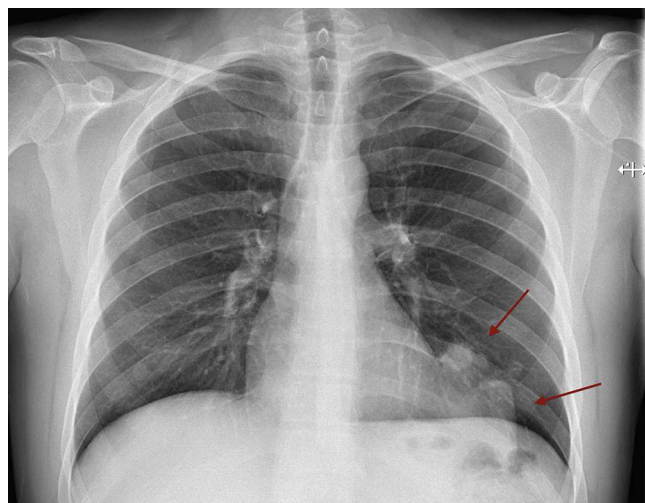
Radiografía de tórax en la que se aprecia una opacidad pulmonar en el lóbulo inferior izquierdo.
